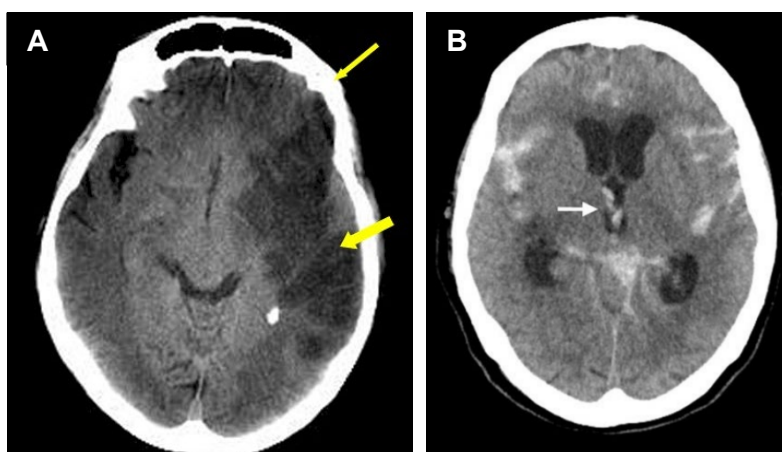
Tomografía axial computarizada cerebral de ictus. A. Imagen hipodensa típica de un infarto afectando más de un territorio (flecha amarilla), en paciente con infarto cerebral establecido. B. Corte cefálico, a nivel del tercer ventrículo, se observa la presencia de sangre intraventricular (flecha blanca) y la dilatación simétrica del sistema ventricular. Indicativa de Hemorragia subaracnoidea grado IV en la escala de Fisher. Tomado de: [15,16]
